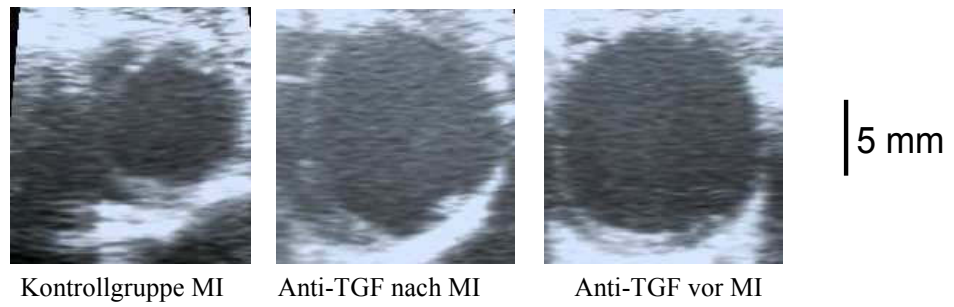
Abbildung VII A, 2 D-Echokardiographie, Vergleich der Ventrikeldilatation zwischen den verschiedenen Gruppen in der kurzen Achse (Kontrollgruppe vs. Anti-TGF-Antikörper)
